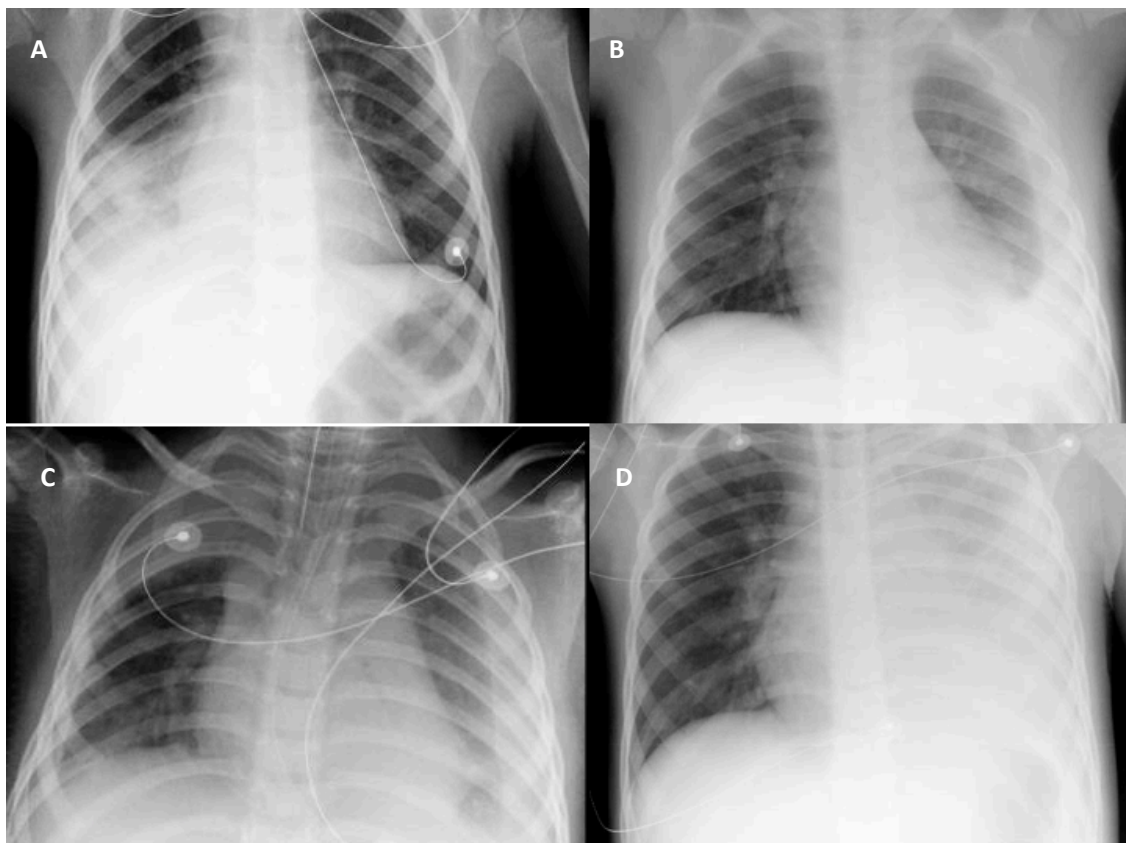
Imágenes derrame pleural mediante radiografía convencional. Imagen A: borramiento del ángulo costofrénico lateral; Imágenes B y C: menisco pleural; Imagen D: velamiento del hemitórax.
